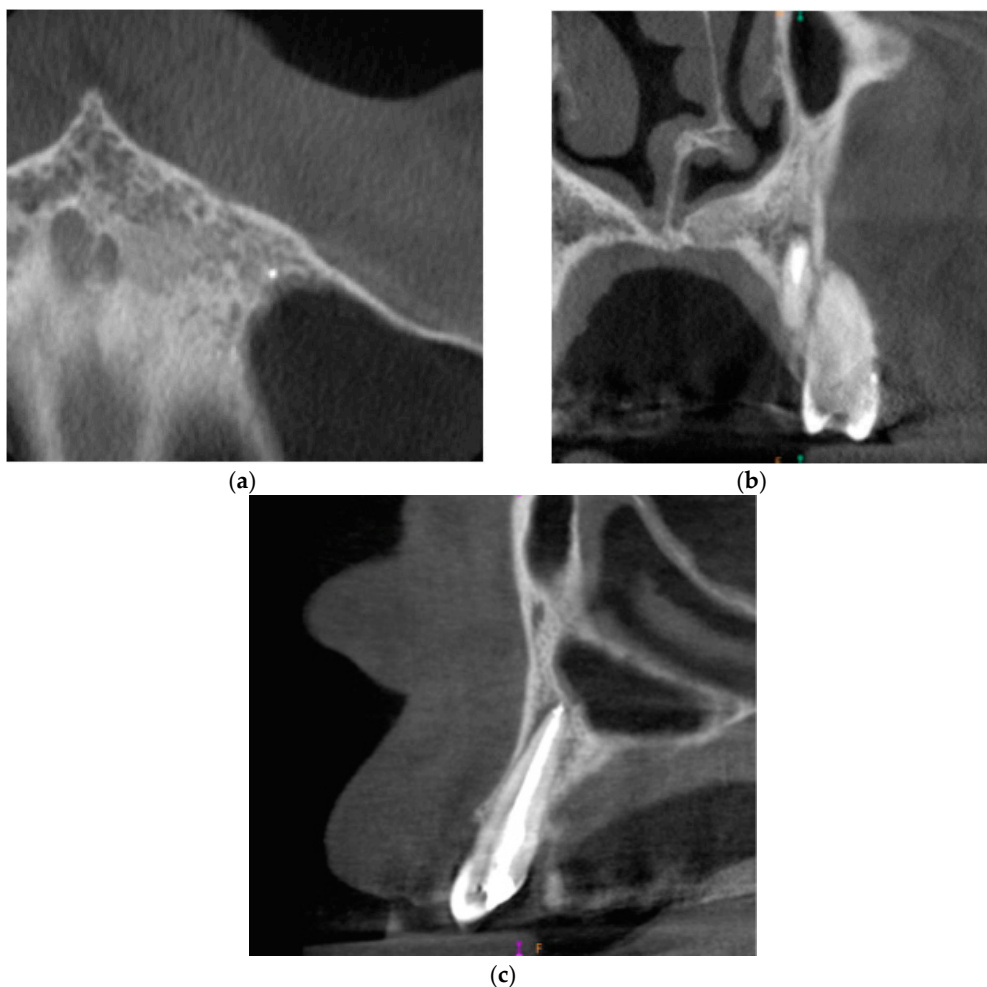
CBCT images presenting the healing process of the periapical lesion around the root of tooth no. 23 (date of CBCT examination: 8 December 2020): (a) axial view; (b) coronal view; and (c) sagittal view.
